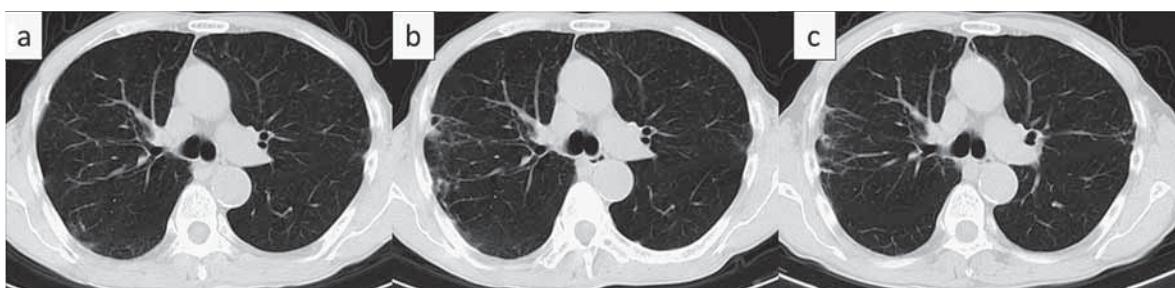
Chest computed tomography (CT) showed bronchiectasis with nodules in the right upper lobe (a). Chest CT showed lung shadow deterioration after year and a half (b). Chest CT showed lung shadow improvement two and a half years after treatment (c).
